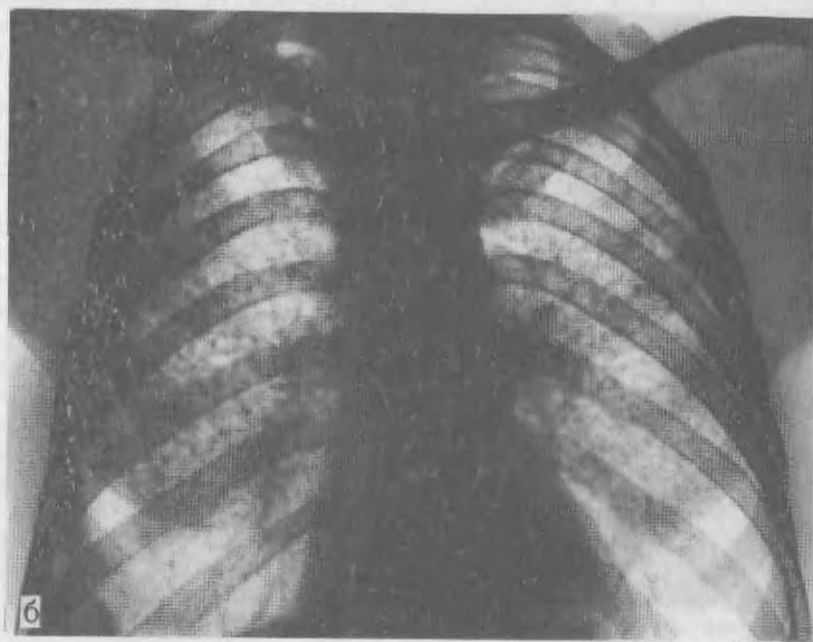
Рентгенограммы легких при силикозе I стадии.
